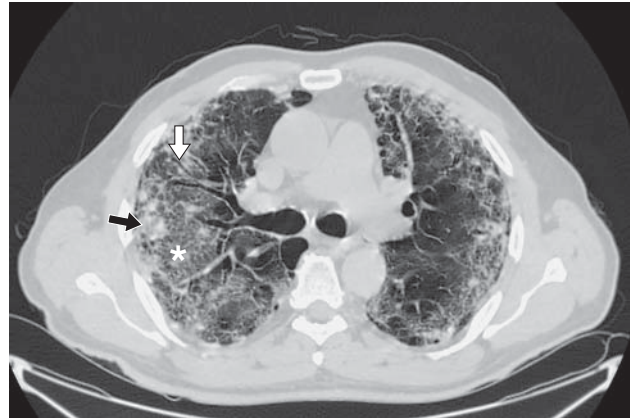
МСКТ легких на 10-й день госпитализации, аксиальная проекция. Участки консолидации, расположенные преимущественно по периферии (черная стрелка), ретикулярные изменения (звездочка), симптом “воздушной бронхограммы” (белая стрелка).
